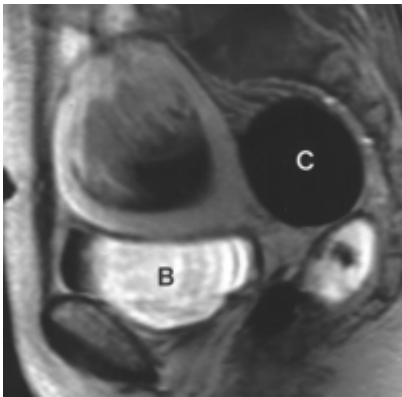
Coupe sagittale d'IRM en T1. Masse prenant de façon hétérogène le PDC (Sarcome indifférencié). B= Vessie, C= Kyste ovarien.
